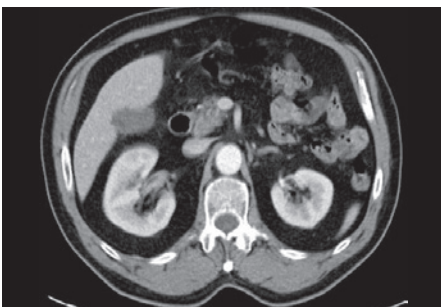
normales Pankreas im CT
